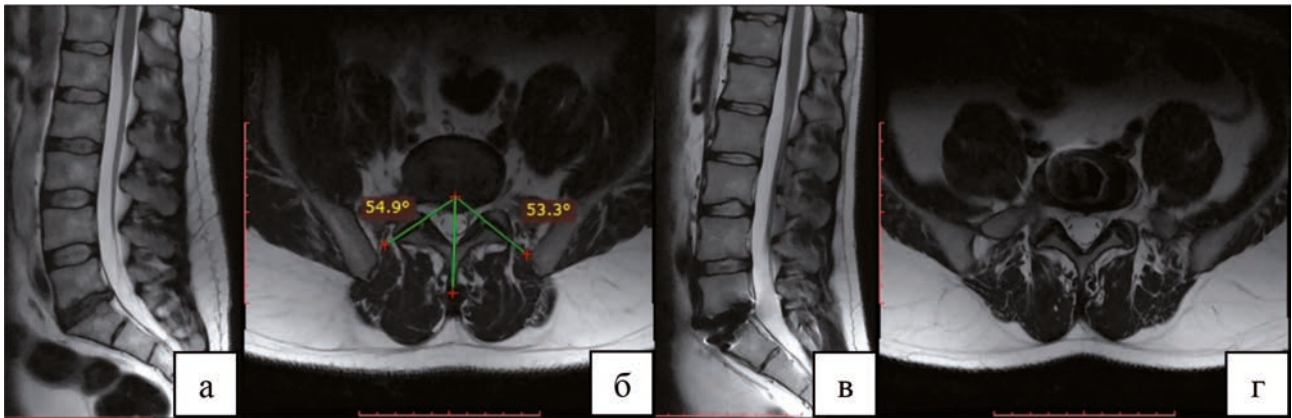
Пациент А., 29 лет, с дегенеративным заболеванием поясничного отдела позвоночника на уровне L5-S1: а – на сагиттальной МРТ МПД; б – на аксиальной МРТ: методика подсчета величины фасеточного угла, тропизм ФС отсутствует; в – на сагиттальной МРТ состояние после дискэктомии МПД, тотальной артропластики искусственным протезом диска; г – на аксиальной МРТ состояние после дискэктомии МПД, тотальной артропластики искусственным протезом диска
